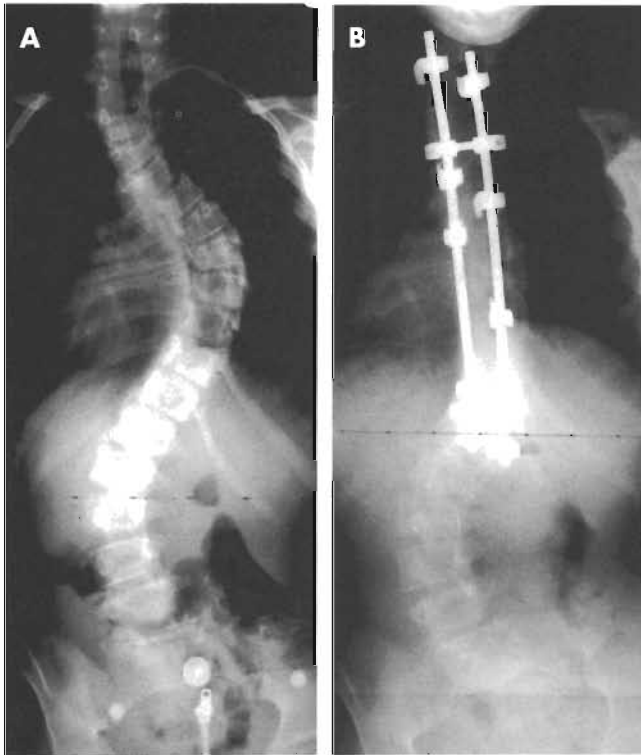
A. Radiografía AP preoperatoria de una escoliosis torácica derecha lumbar izquierda. B. Radiografía AP tras fusión e instrumentación posterior limitada. Nótese la importante corrección de la curva torácica, aún persistiendo la deformidad lumbar (con una inclinación de C7 hacia la izquierda). Esta situación destaca lo difícil que resulta seleccionar los niveles de fusión adecuados y acoplar la corrección de los segmentos artrodesados a la flexibilidad de las regiones no fusionadas.
